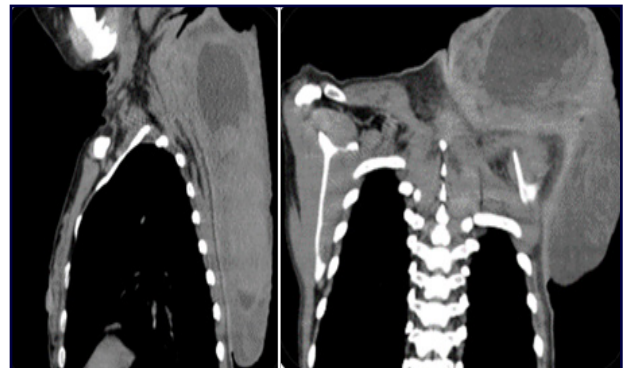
TAC toraco-abdomino-pélvica con doble contraste muestra múltiples masas pediculadas, saculares y heterogéneas en región postero lateral izquierda
